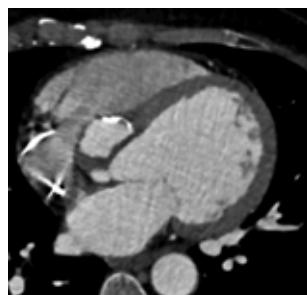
Cardiac CT, demonstrates unusual extension of aneurysm through interventricular septum.
